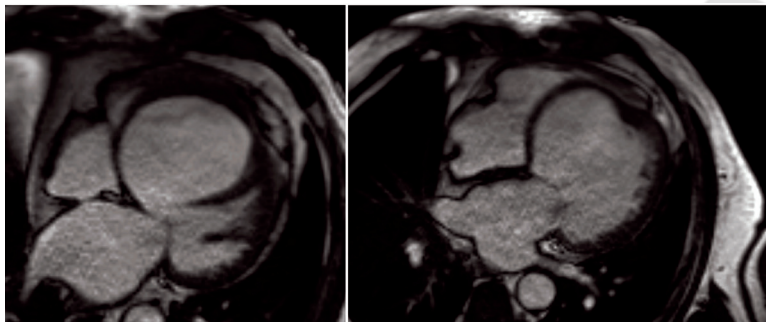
МРТ сердца с контрастированием в стандартных проекциях по длинной и короткой осям: HASTE, Cine, пре- и постконтрастная T1-релаксометрия (T1-Mapping), отсроченное контрастное усиление
